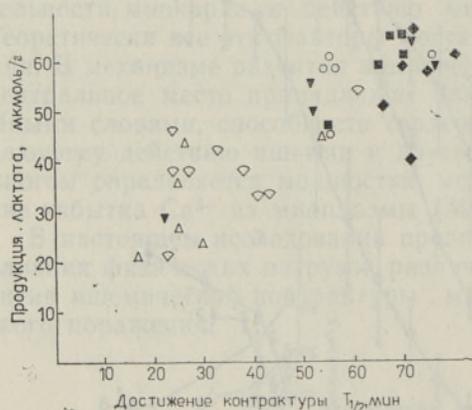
Корреляция между скоростью развития контрактуры и продукцией лактата во время тотальной ишемии (при 22 °С) 2 мин после перфузии сердца с раствором Тирде (○); раствор Тирде с содержанием хлорпромазина (▽), трифторперазина (△), флуфеназина (■), верапамила (◆), нифедипина (▼). Концентрация $2 \cdot 10^{-6}$.
